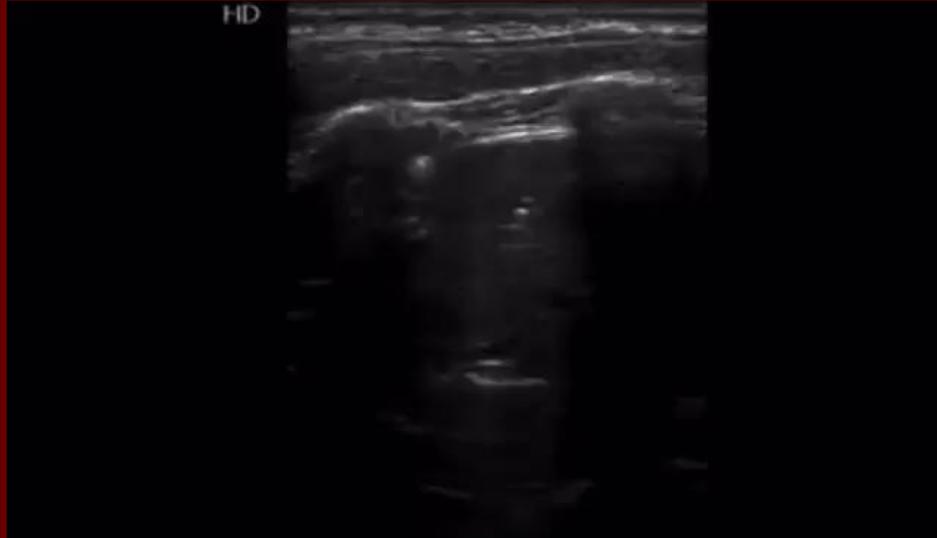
Hepaticización pulmonar (flecha naranja), broncosonograma aéreo (flecha verde).
